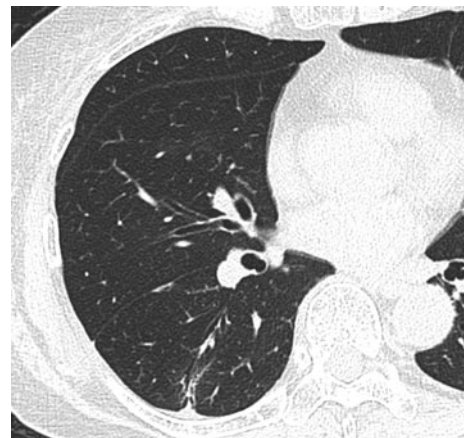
High-resolution CT of the chest after corticosteroid treatment shows disappearance of solitary nodular lesion.
